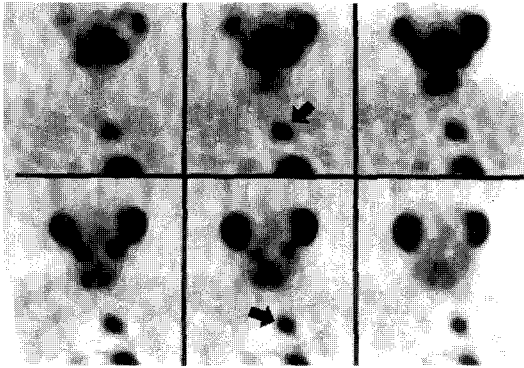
Coronal SPECT images of Tc-99m Tetrofosmin showed intense uptake in the anterior mediastinal area corresponding to the thoracic CT lesion (arrows).
